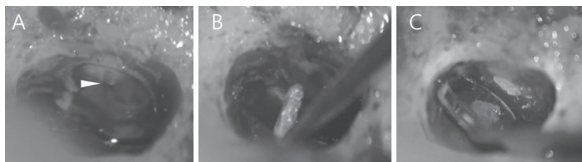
(A)근관 내 존재하는 파일(흰색 화살표). (B)초음파 팁을 이용하여 역외동을 형성하는 모습. (C)MTA를 이용하여 역충전을 시행한 모습.
